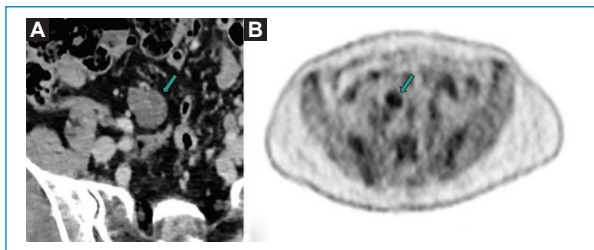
Mujer de 68 años. Tomografía por emisión de positrones con 18F-FDG: lesión nodular mesentérica aislada que presenta leve captación heterogénea del contraste intravenoso (A) y actividad hipermetabólica con captación del trazador (B). Diagnóstico histológico de paraganglioma mesentérico. 18F-FDG: 18F-fluorodesoxiglucosa.
